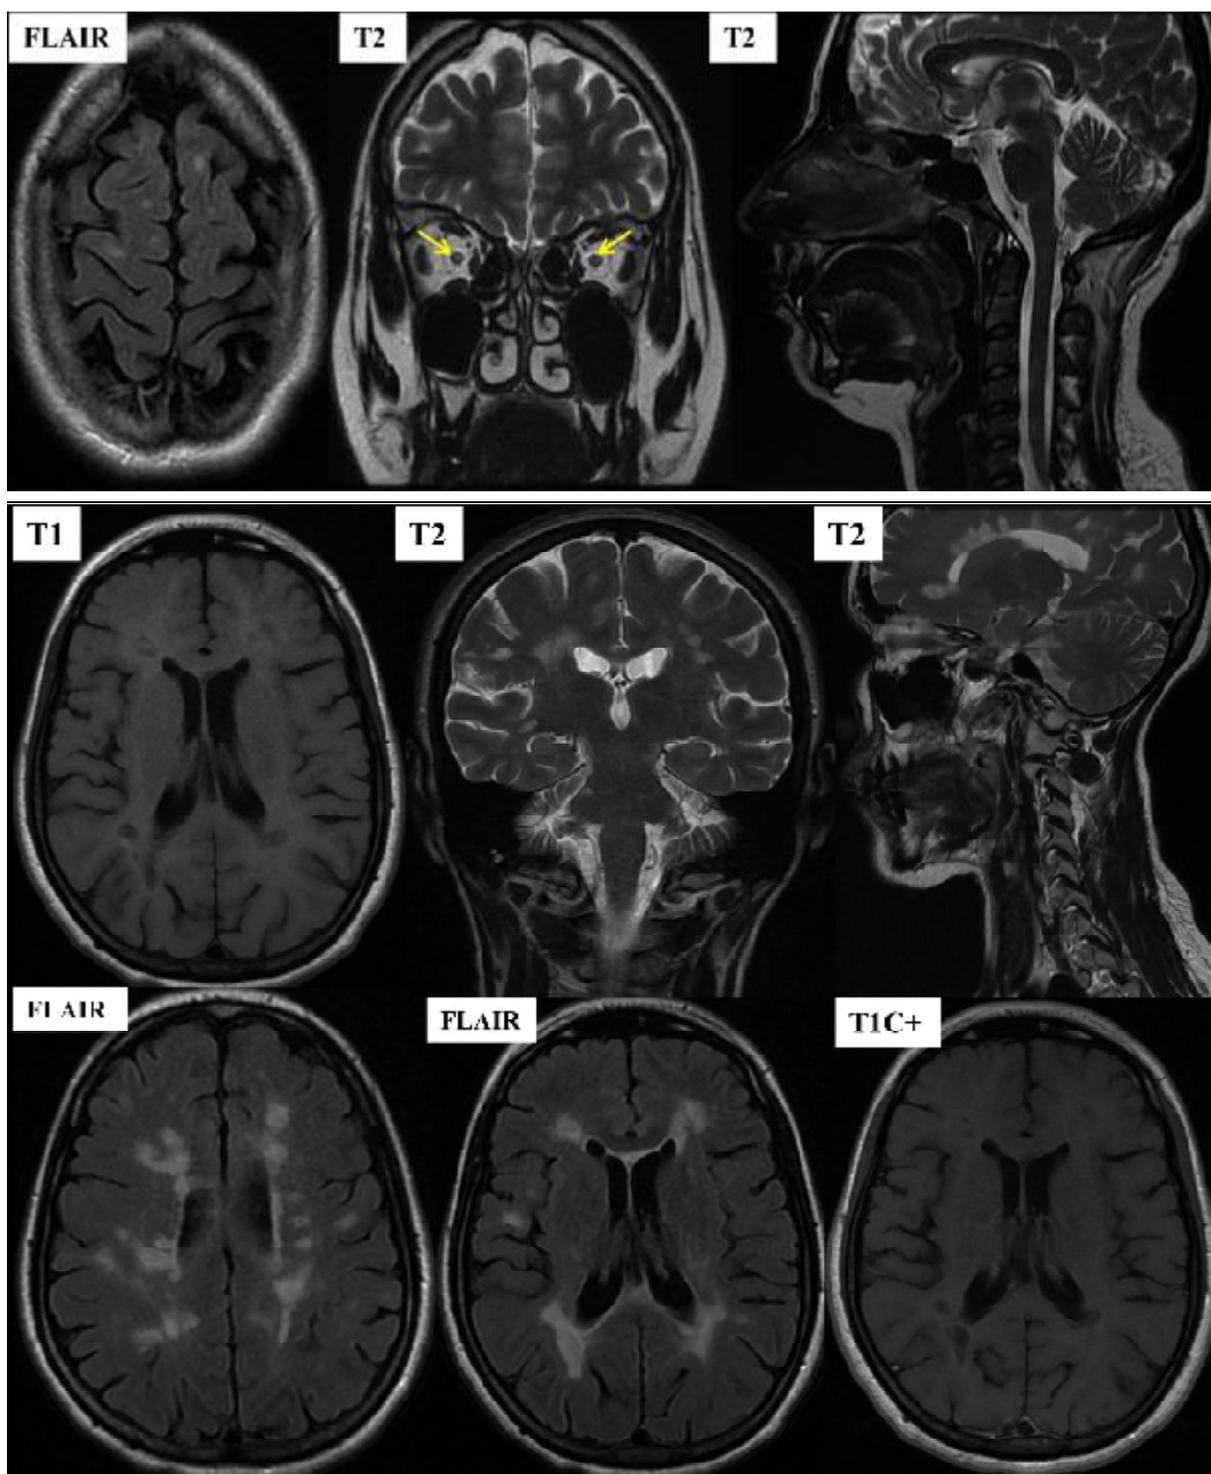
Coupes axiales (T1, T1 avec injection de produit de contraste et FLAIR) et coupes coronale et sagittale cervicale T2 montrant la présence de multiples lésions de la SB sous corticale sus et sous tentorielle, et péri ventriculaire, de forme arrondie et ovoïde, confluentes par endroit et perpendiculaires à l'axe des ventricules, décrites en hyposignal T1, hypersignal T2 et FLAIR, dont certaines sont finement rehaussées après injection de PC.
